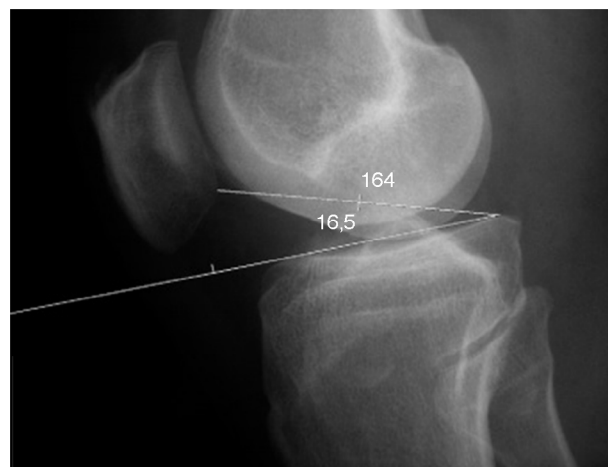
Radiografia em perfil de joelho. Cálculo do ângulo platô-patela.
